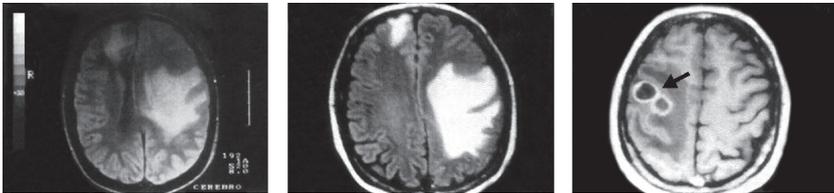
TC de encéfalo mostrando lesiones frontoparietales, lobuladas, ubicadas en los hemisferios izquierdo y derecho, respectivamente, con refuerzo del contraste en la periferia, en anillo (flecha).
